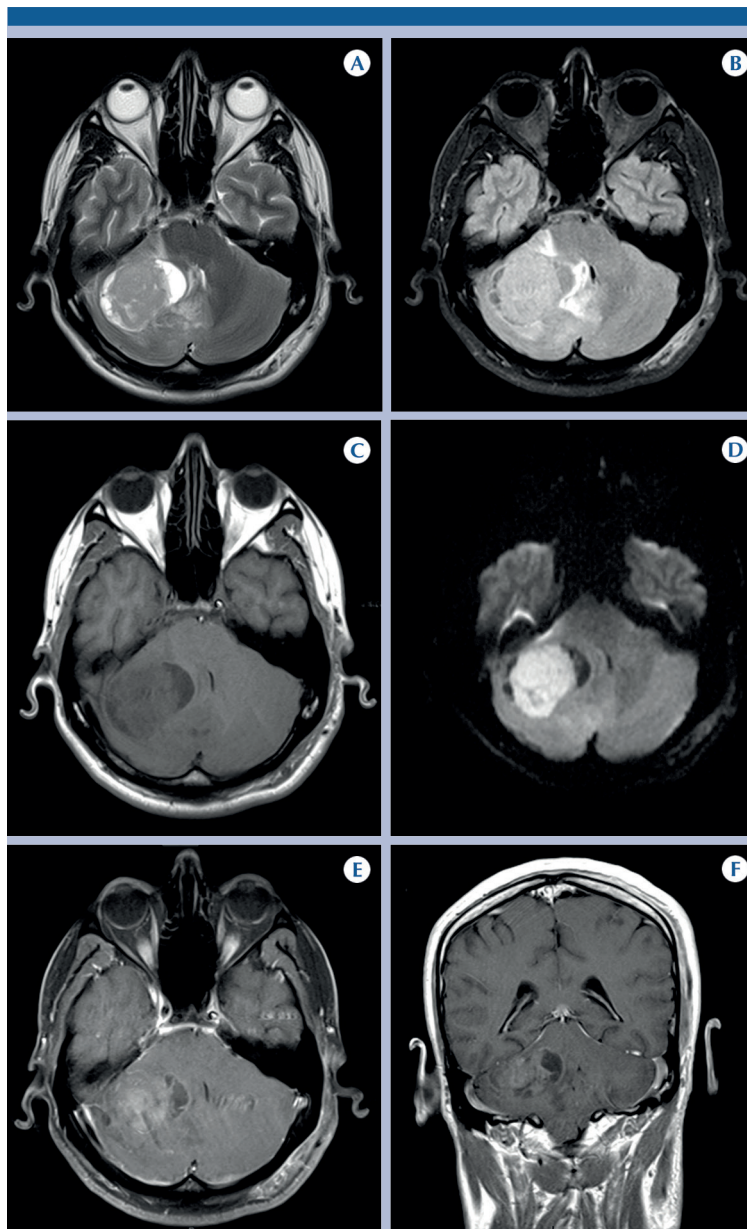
Resonancias magnéticas simple y contrastada de cráneo, de paciente masculino de 41 años. Secuencias A) T2, B) FLAIR y C) T1 con lesión heterogénea por componente sólido y algunas zonas de aspecto líquido (probablemente necrosis), de bordes parcialmente definidos, morfología ovoidea, edema perilesional. D) Restricción a la difusión y al paso de medio de contraste. E) Plano axial. F) Plano coronal: realce intenso heterogéneo de la porción sólida. El diagnóstico histopatológico fue meduloblastoma variedad de modularidad extensa.
